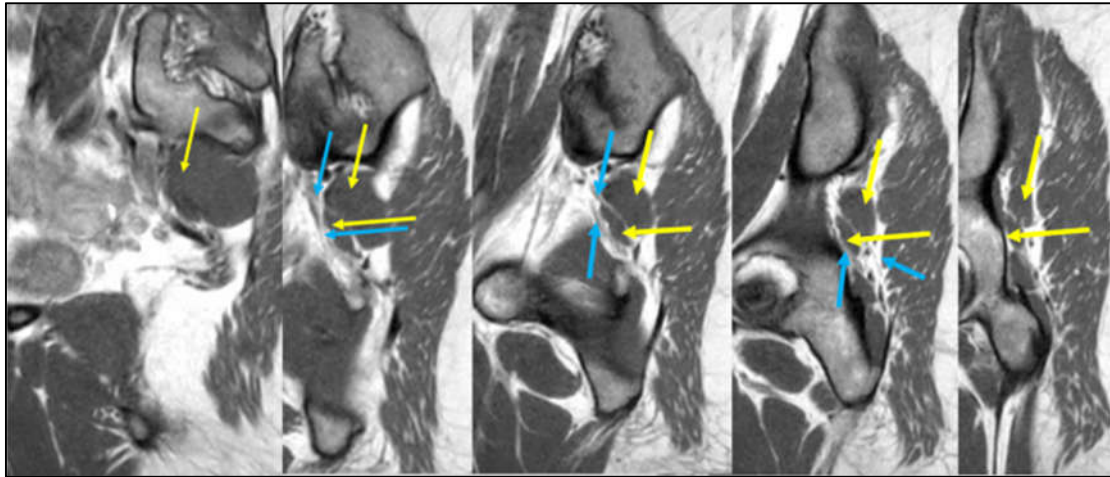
Secuencia de RMN (plano coronal). En amarillo el músculo piramidal y en azul el nervio ciático. Se observa cómo queda atrapado en el músculo piramidal debido a una variación anatómica.
